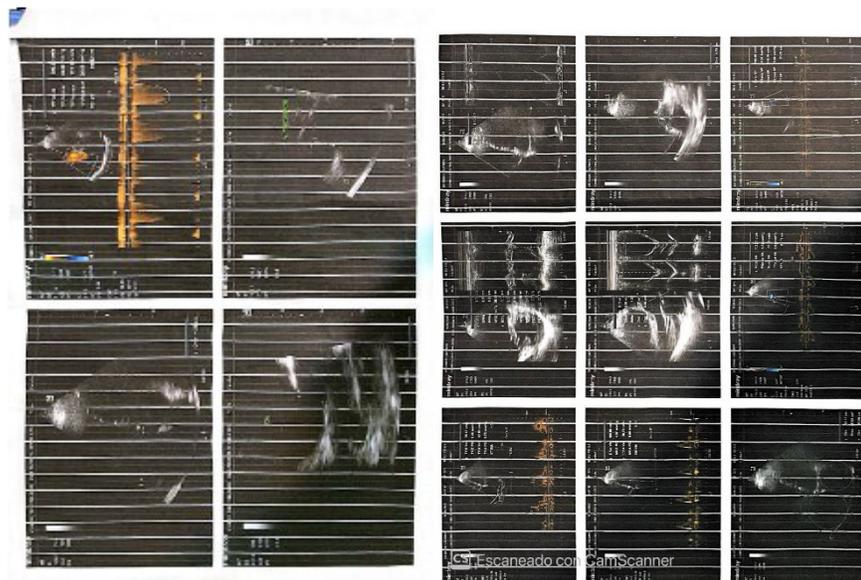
Ecocardiograma transtoracico 2d con doppler color.
